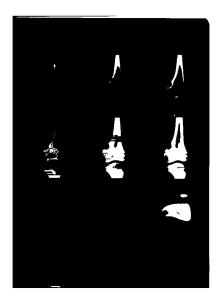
СКТ нижней трети левой бедренной кости от 7.08.13
